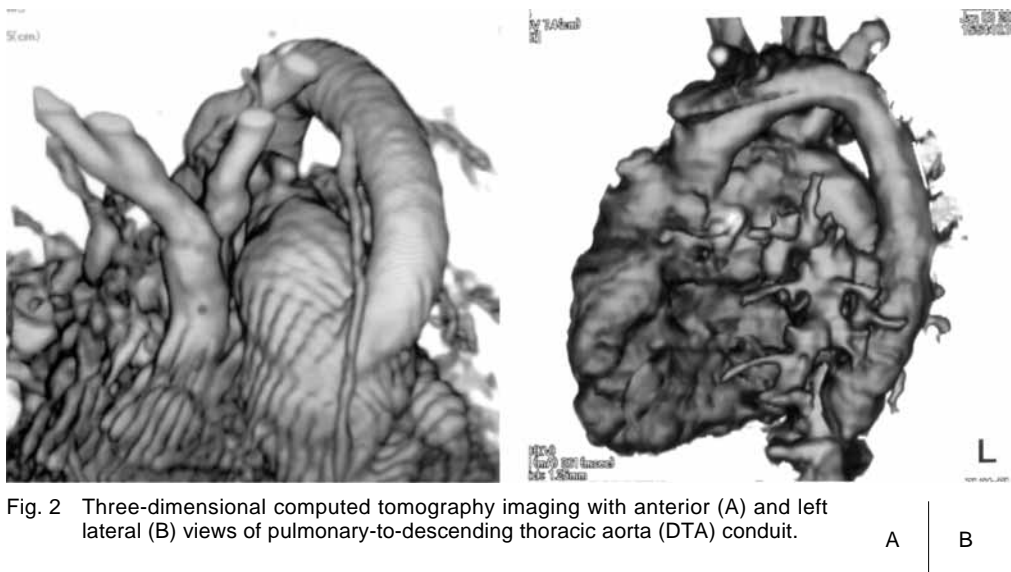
Three-dimensional computed tomography imaging with anterior (A) and left lateral (B) views of pulmonary-to-descending thoracic aorta (DTA) conduit.
